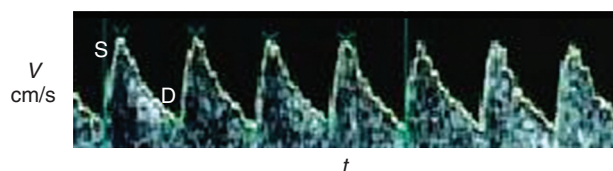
Forma d'onda Doppler dell'arteria ombelicale, mostrata come velocità (V) rispetto al tempo (t). S, sistolica; D, diastolica. Si noti che è presente un flusso anterograde (positivo) per tutta la durata del ciclo cardiaco fetale.
